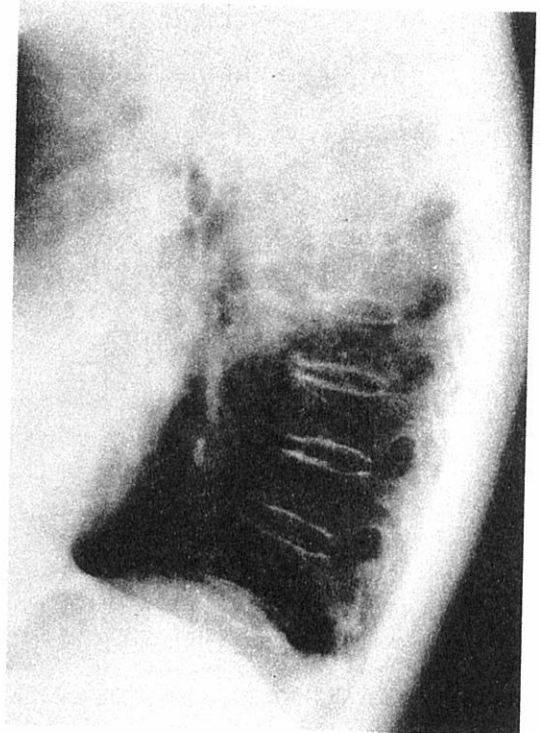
The lateral projection of the chest radiography, 16 years before, had showed no significant abnormality (MF [redacted]).
